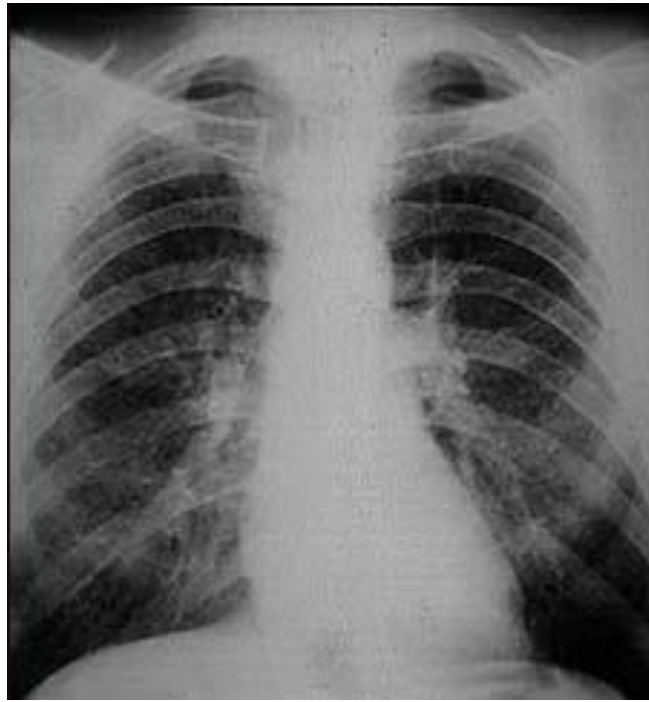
Рентгенография органов грудной клетки: Силикоз I стадии
